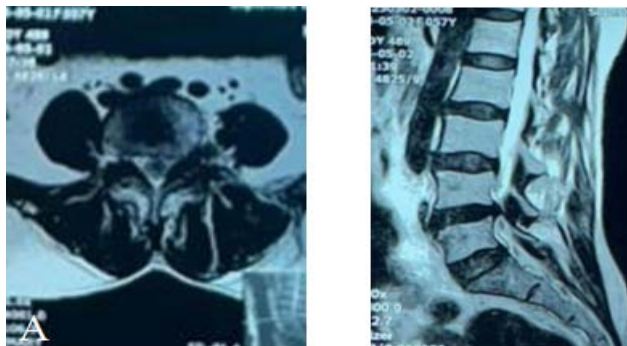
На данном рисунке отображаются МРТ- снимки пояснично-крестцового отдела позвоночника в аксиальном (А) и сагитальном (В) срезах, где имеется задняя медианно-парамедианная грыжа межпозвонкового диска L_4-L_5 слева.
